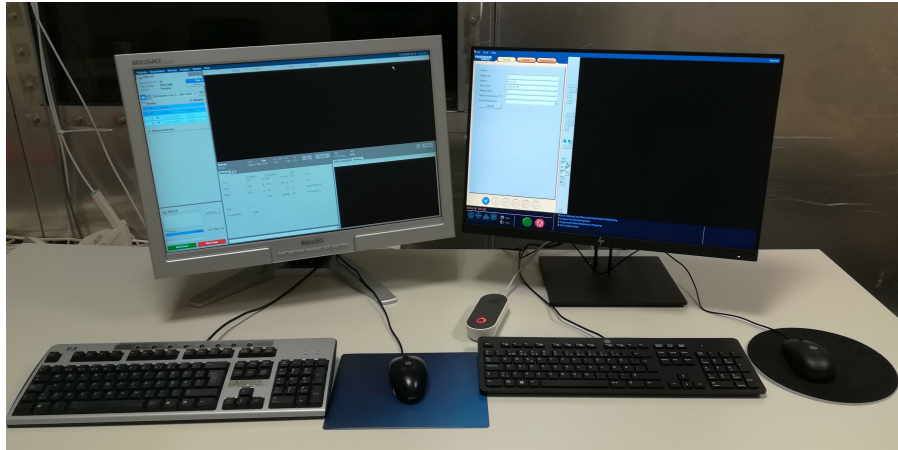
Poste de travail de l'opérateur de la console Sonalleve. À gauche, la console du scanner IRM ; à droite, la console Sonalleve.
